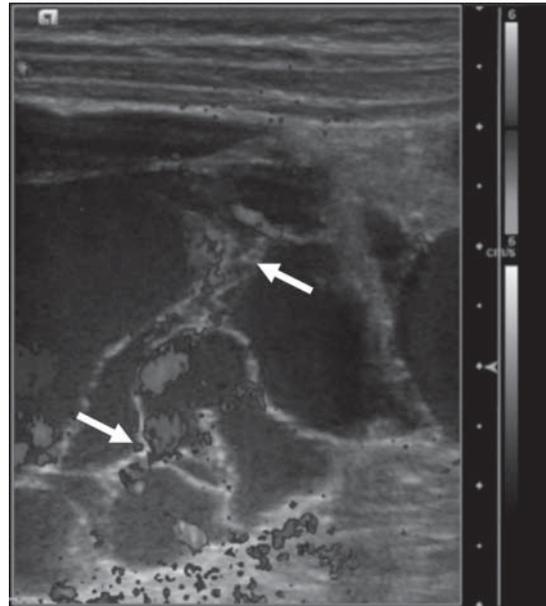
Ecotomografía de abdomen que muestra una masa predominantemente quística con finos septos (flechas), que se observan vascularizados en su interior al estudio doppler-color.
